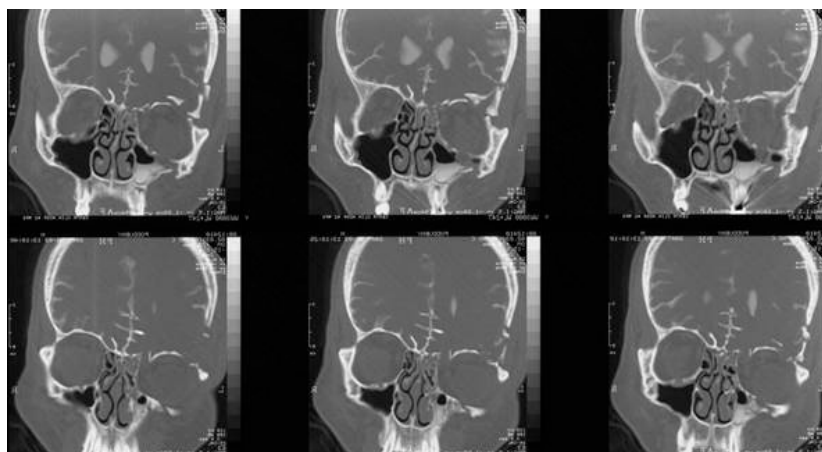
Б-ой П. 28 лет. КТ цистернография. Контрастное вещество визуализируется в среднем и верхнем носовых ходах
